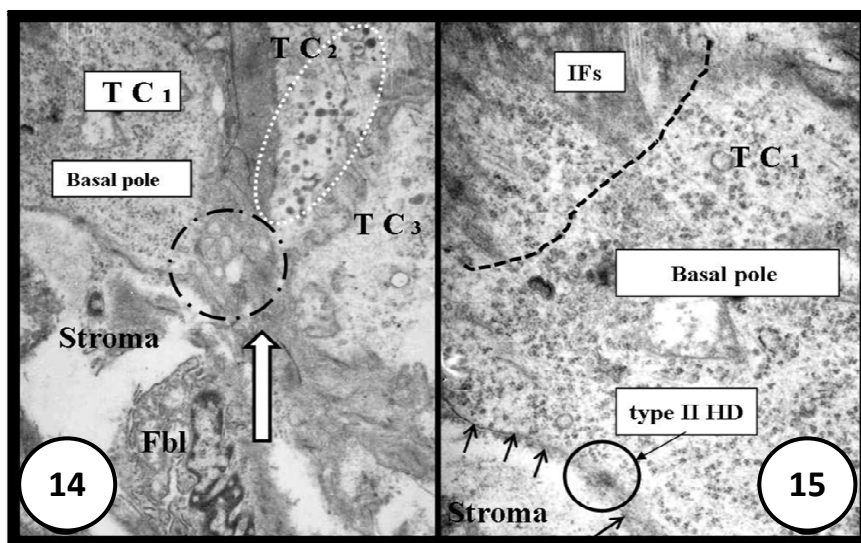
Polul bazal al câtorva celule tumorale epiteliale bazocelulare (TC1-TC3) la interfața cu stroma asociată. Zona încercuită de linii și puncte circulare negre descrie un sector modificat al polului bazal al celei tumorale TC1 prin eliminarea veziculelor. În interiorul unei alte celule tumorale (TC2) pot fi detectate numeroase infrastructuri asemănătoare lizozomilor (zona elipsoidală albă); Fbl = fibroblast; ($\times 10.500$). CBC (după Mirancea, Șerban și colab., 2009).
